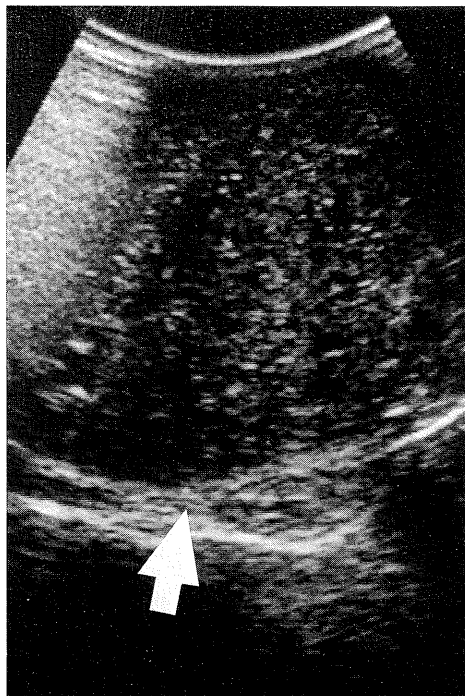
Trans scrotal sonogram demonstrates heterogeneous solid tumor was confined to right testis (arrow).
